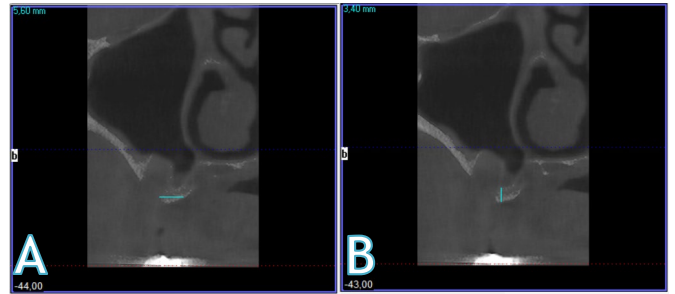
The radiological examination of preoperative tomography A) Horizontal width of alveolar bone B) Vertical height of alveolar crest.
